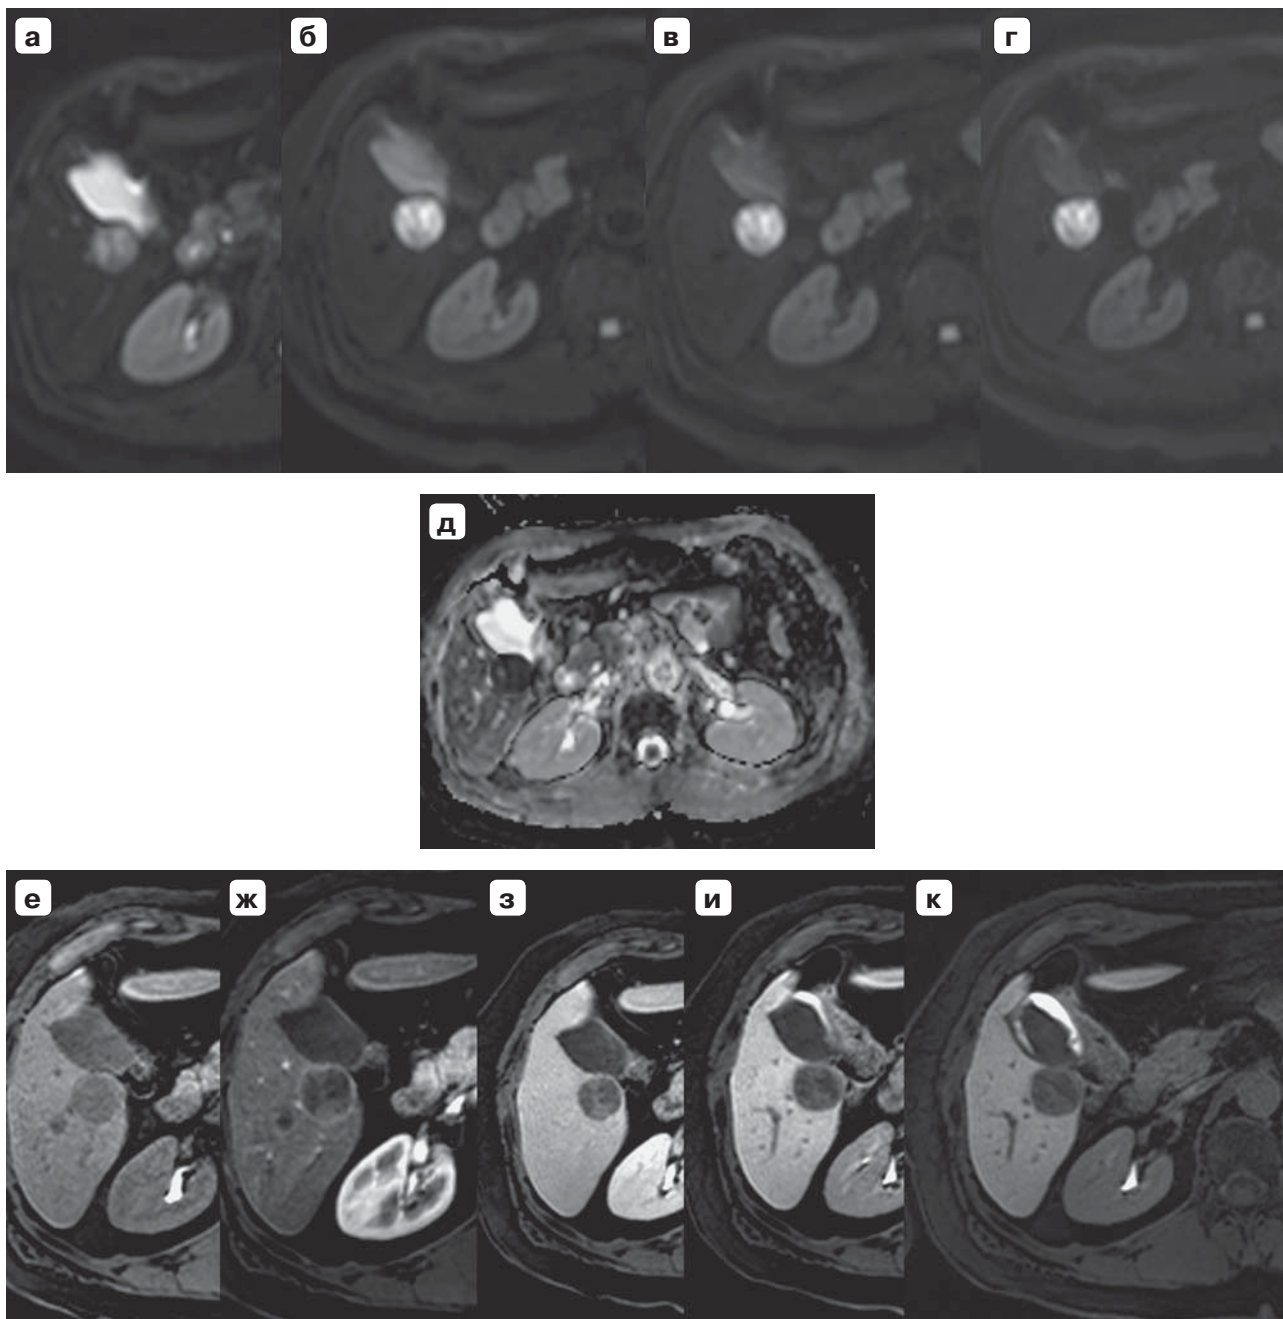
Магнитно-резонансная томограмма. Гепатоцеллюлярный рак на фоне цирроза печени: а–г – ДВИ, ООП сохраняет сигнал высокой интенсивности при повышении b-фактора (признак злокачественности); д – карта ИКД, ООП выражено гипоинтенсивно (признак злокачественности); е, ж – контрастное усиление гадооксевой кислотой, артериальная фаза, гипоинтенсивная опухоль остается гипоинтенсивной, вокруг нее виден гиперинтенсивный ободок; з – портально-венозная фаза; и – транзитная фаза; к – гепатоспецифическая фаза; на протяжении последних трех фаз исследования ООП остается гипоинтенсивным. Патоморфологическое исследование – с учетом результатов иммуногистохимического исследования морфологическая картина ГЦР.
